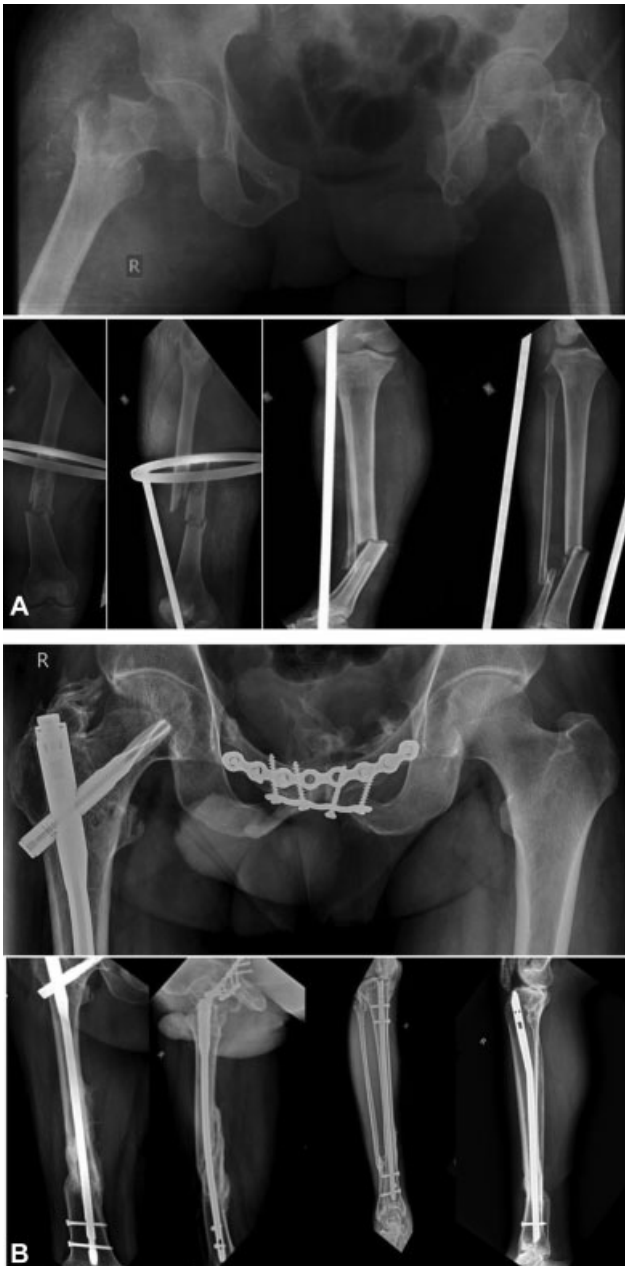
(A) Radiografia pré-operatória de lesão do tipo joelho flutuante de tipo 1; e (B) aos 2 anos de acompanhamento.
